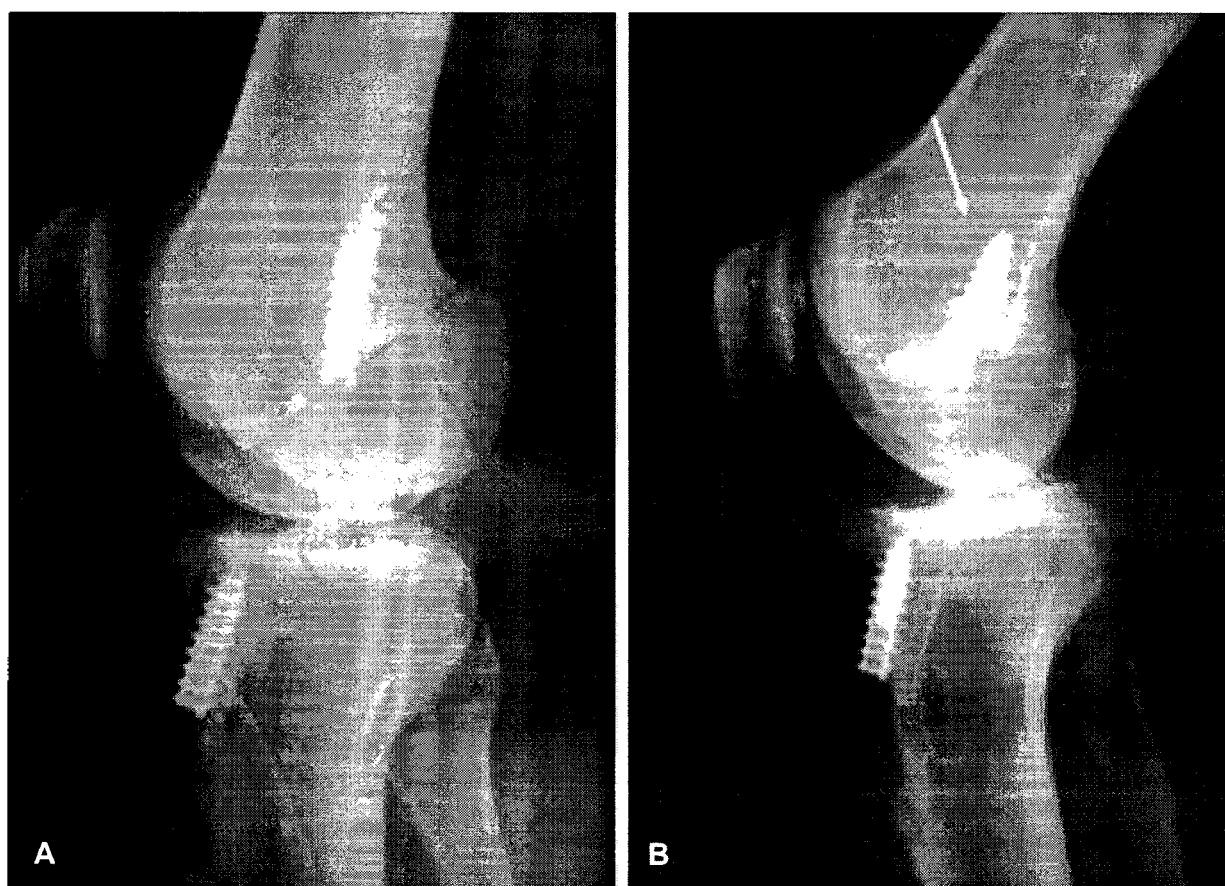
(A) Male 23 year patient, immediate postoperative X-ray, no visible femur tunnel change (B) POD 5 yrs. femur sclerotic change around femur tunnel (2 mm increased).
